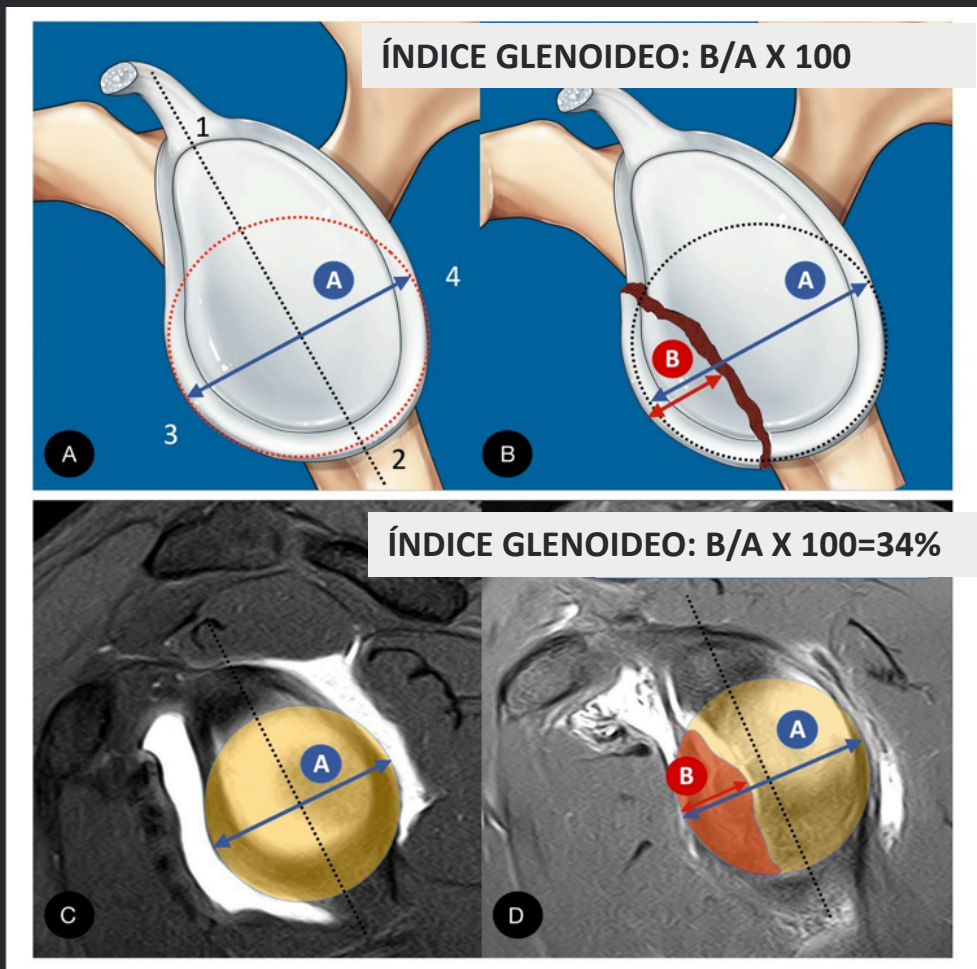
Medición de defectos óseos (A-D). Figura 6A: método de medición de defecto óseo glenoid siguiendo el "best fit circle method" en corte sagital oblicuo de RMN. El índice glenoid valora la pérdida ósea de glenoides anteroinferior. Índice glenoid: B/A X 100.
